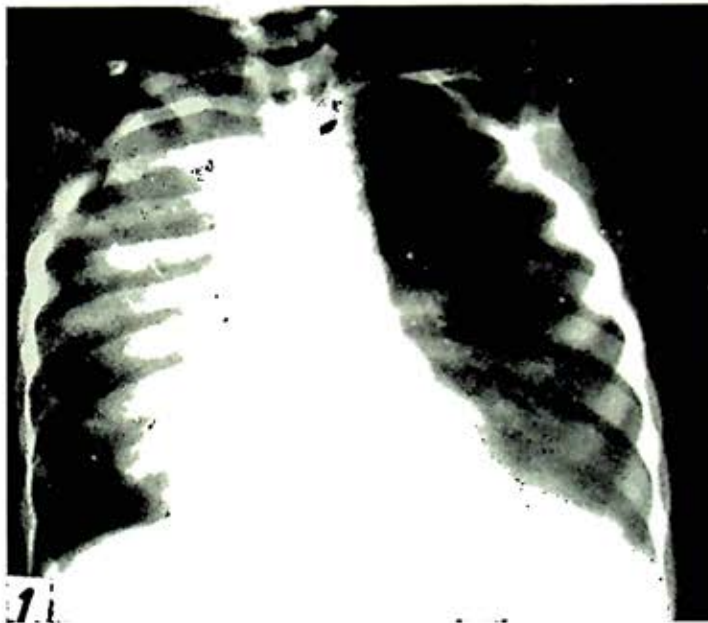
Telerradiografía posteroanterior de tórax, en la que se observa una sombra de opacidad en el hemitórax derecho, de límite infero-externo bien definido
